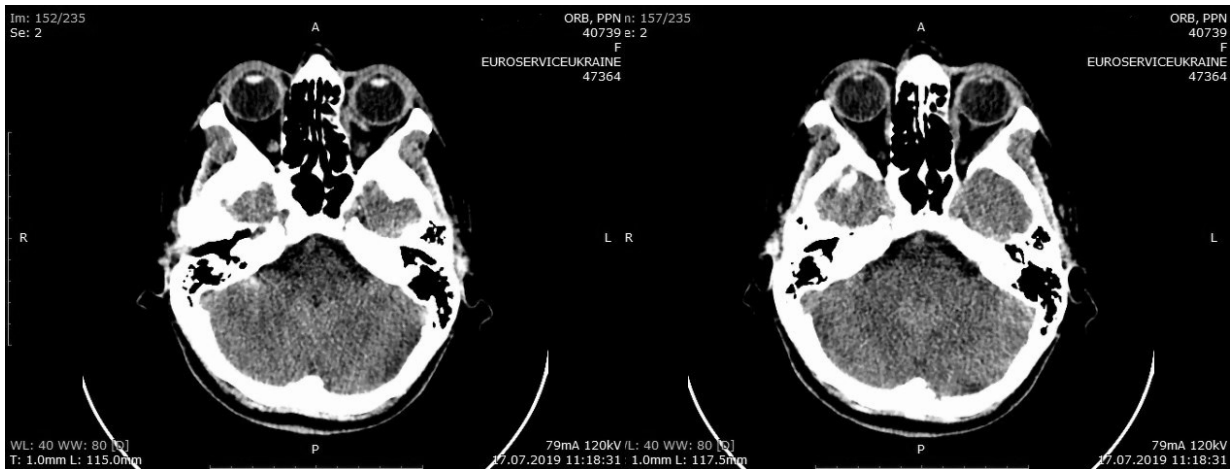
Комп'ютерна томографія орбіт та навколоносових пазух пацієнтки О. після хірургічного втручання.
